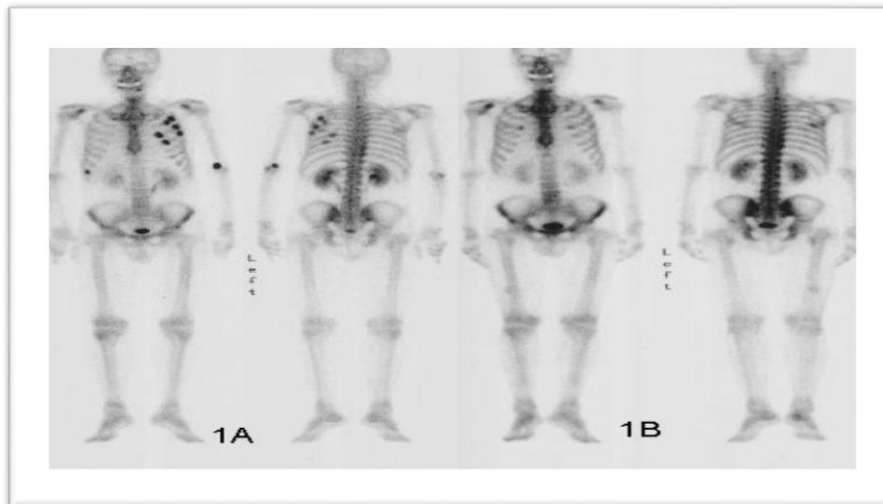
scintigraphie osseuse au ^{99m}Tc -MDP montrant des lésions avec accumulation dans les côtes gauches
